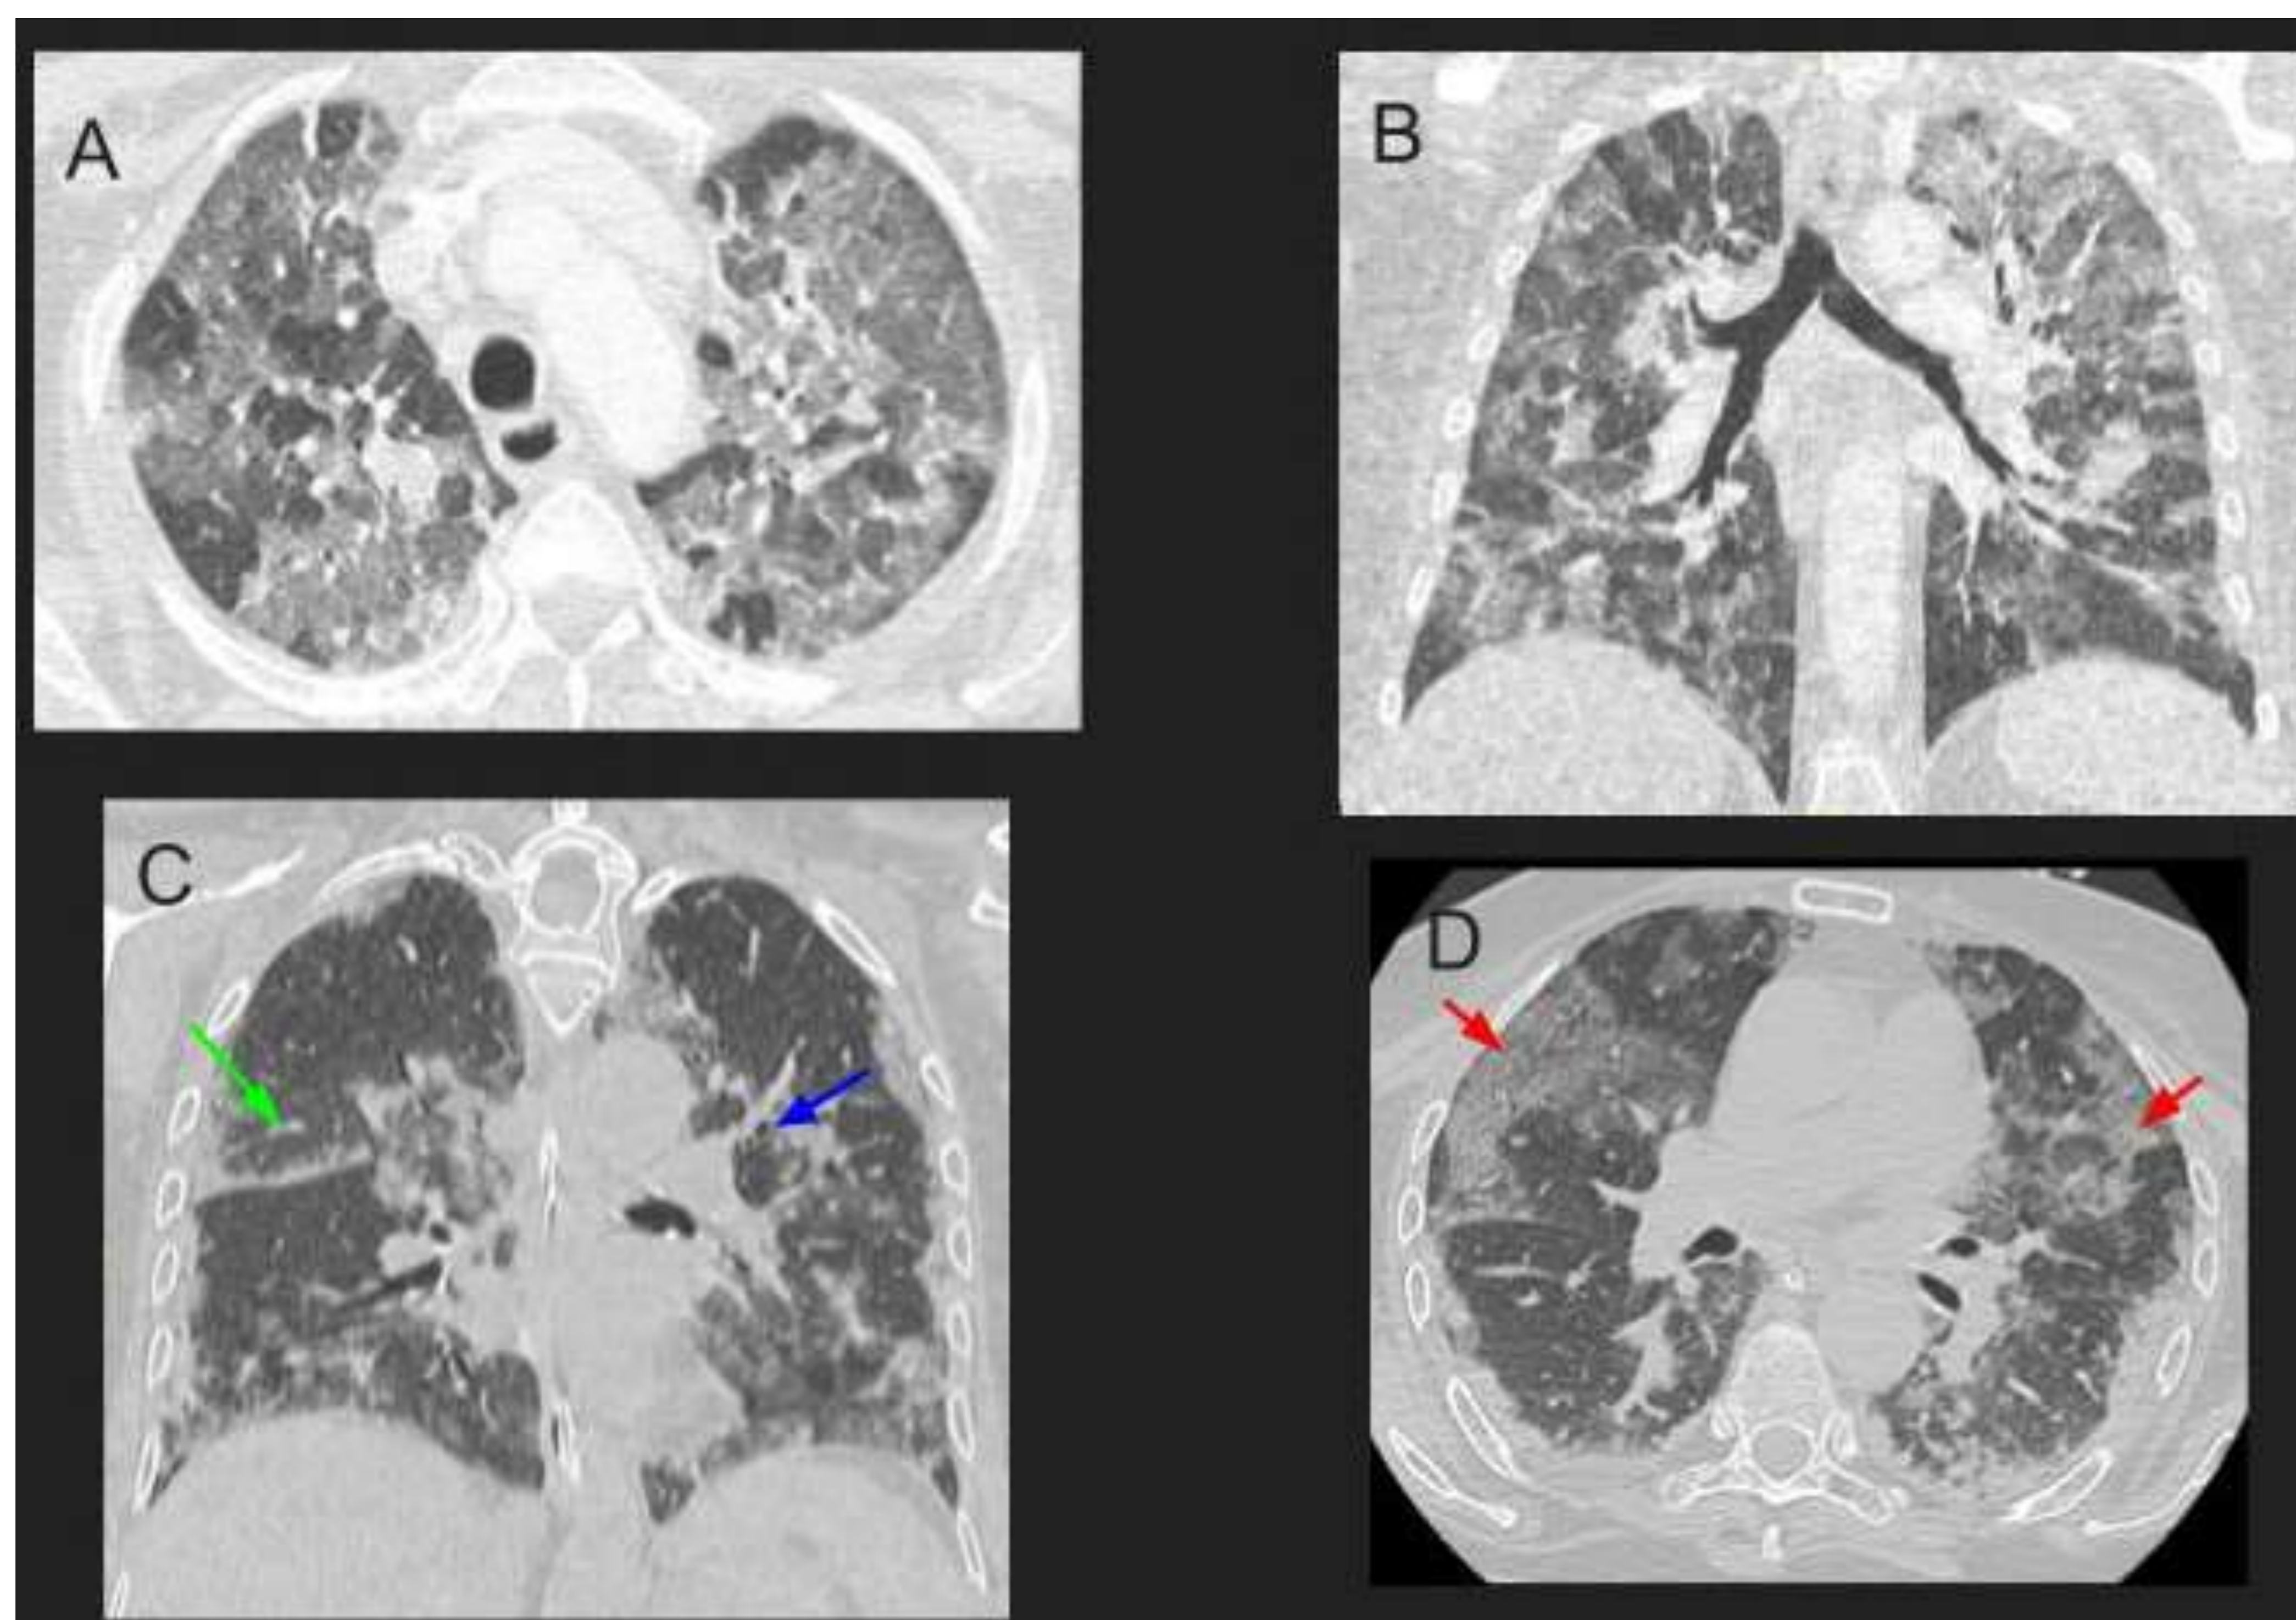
Las imágenes TC (A y B) muestran regiones con diferente atenuación del parénquima pulmonar (patrón en mosaico), comúnmente observado en neumonías virales. Las imágenes TC (C y D) muestran múltiples áreas parcheadas bien y mal definidas de opacidades en vidrio esmerilado (↗) con engrosamiento septal interlobular, opacidades en árbol en brote (↗) y engrosamiento de las paredes bronquiales (↗).
